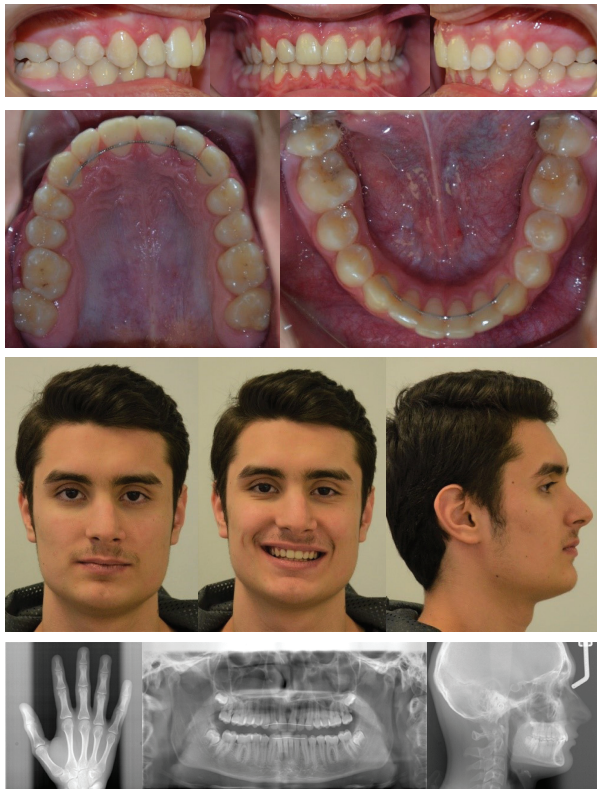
Final facial and intraoral photographs and final radiographs.
